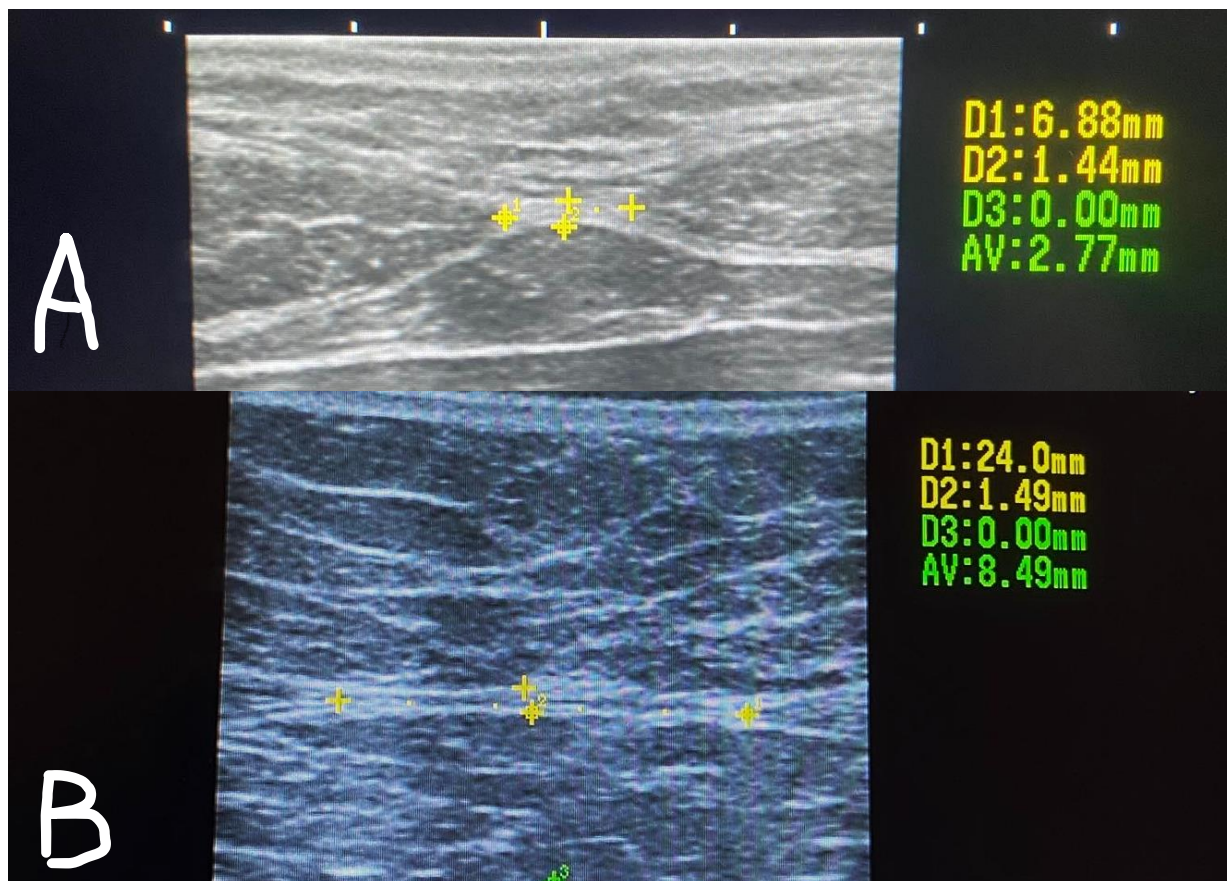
Obraz brzusców mięśni prostych brzucha uwidoczniiony za pomocą ultrasonografu z zaznaczonym miejscem pomiaru szerokości kresy białej (odległości między brzuścami mięśni prostych brzucha= IRD interrectus distance). Opracowanie własne.
